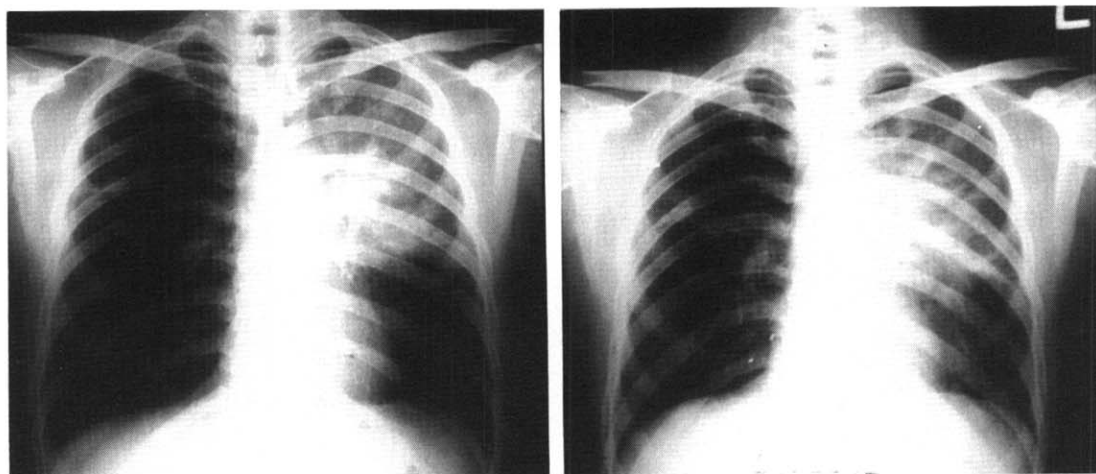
Chest roentgenograms during inspiration(left) and expiration(right) showing atelectasis of the left upper lobe without effects of respiration on the left lung volume.
